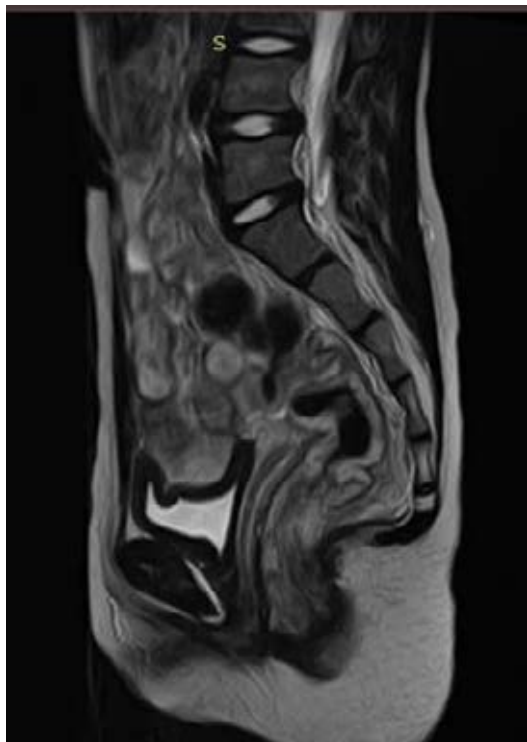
МРТ – вокруг шейки матки определяется дополнительное образование, значительное утолщение слизистой прямой кишки, параректальная клетчатка с множественными извитыми сосудами
